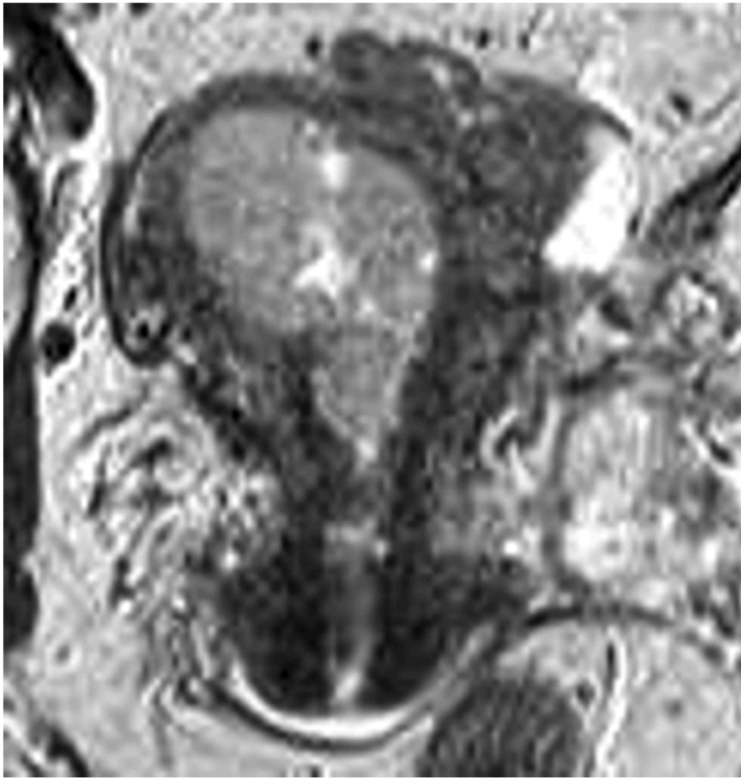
Магнитно-резонансная томограмма органов малого таза у больной раком эндометрия — диффузная форма (T2 взвешенное изображение в коронарной проекции, полость матки диффузно заполнена опухолевыми массами, распространяющимся от дна до внутреннего зева, циркулярно по всем стенкам)
